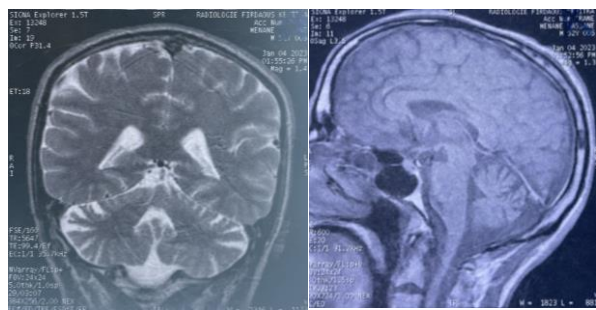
IRM cérébrale du cas 1 montrant une atrophie cérébelleuse
